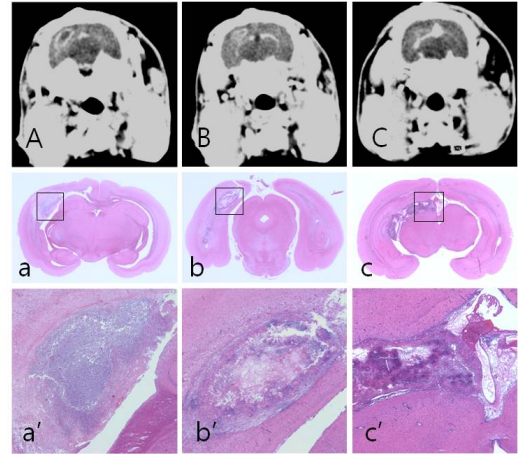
CT and pathologic feature of various brain infections.
